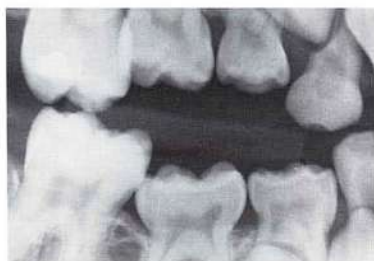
Esta radiografía muestra la inclinación de los dientes anteriores y posteriores sobre los molares primarios anquilosados adyacentes. Se deben extirpar los dientes anquilosados si se producen demasiada inclinación y pérdida de espacio.
